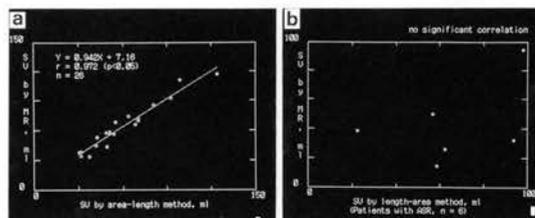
フェーズコントラスト法による心拍出量と、シネMRI左室長軸像よりの長さ-面積法による心拍出量との相関。
